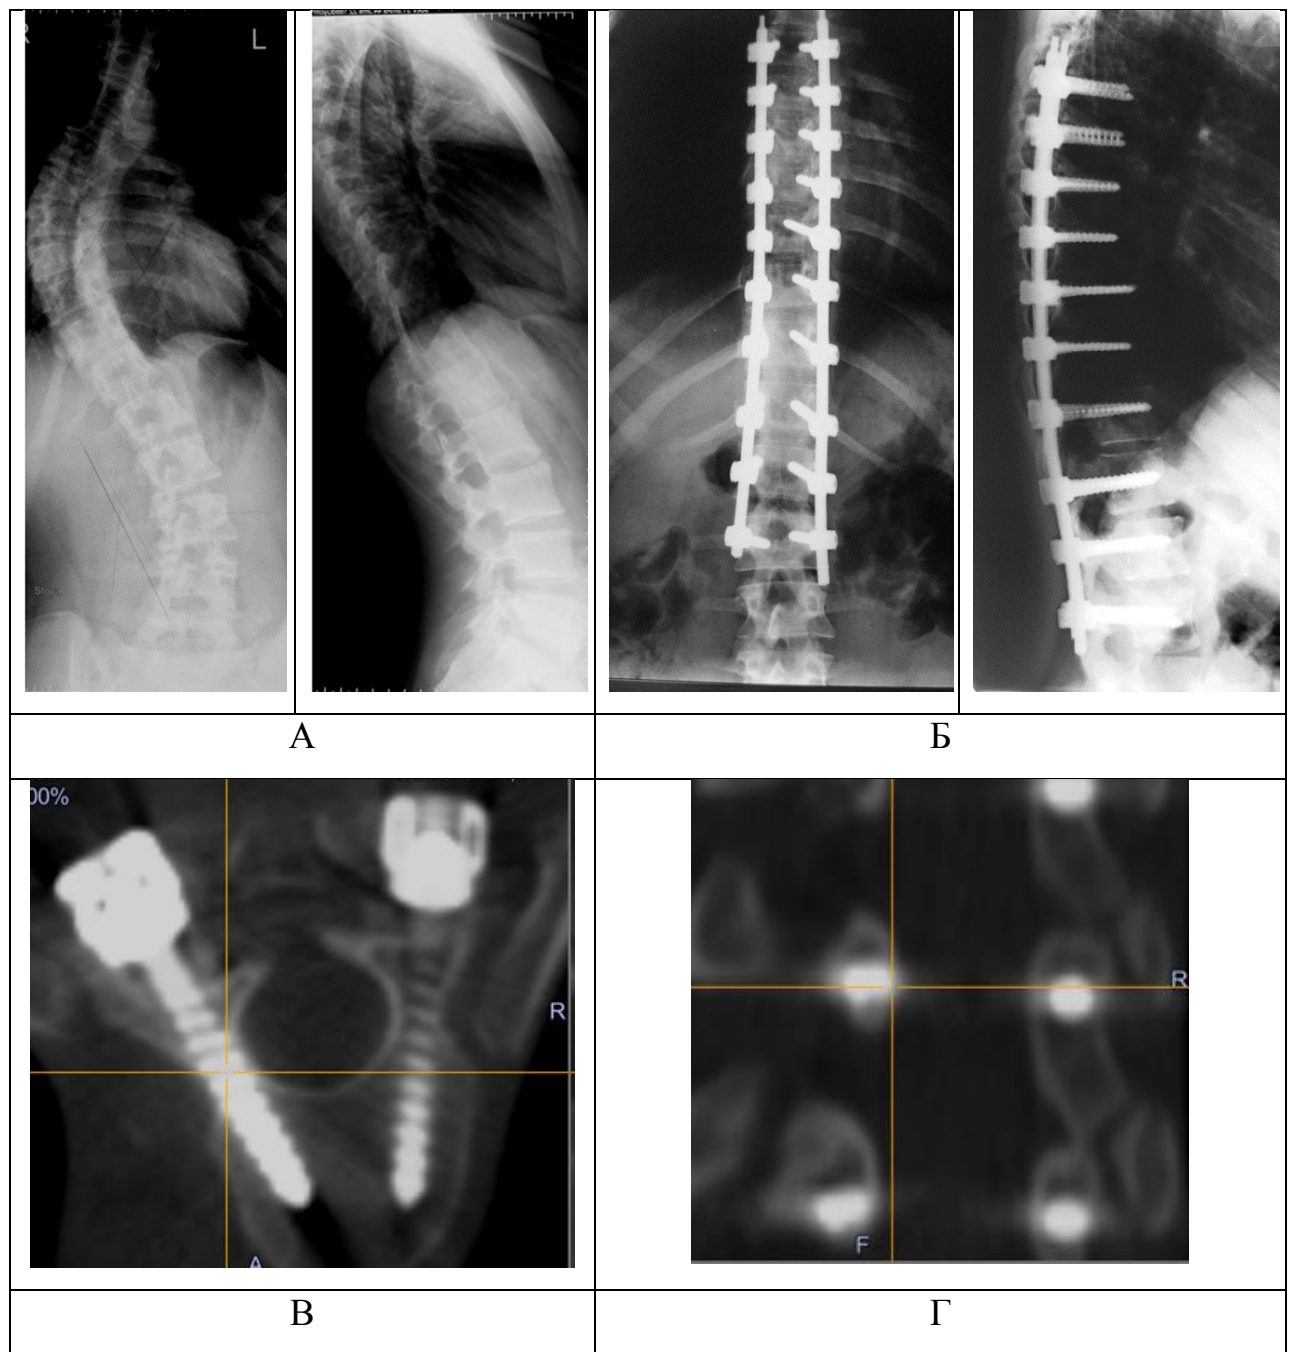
Рентгенограммы и КТ пациентки К. 16 лет, с идиопатическим сколиозом грудного отдела позвоночника IV ст.: А – до операции (угол деформации 80° по Cobb); Б – через 2 года после операции (угол деформации 5° по Cobb); В, Г – КТ позвоночника после операции
